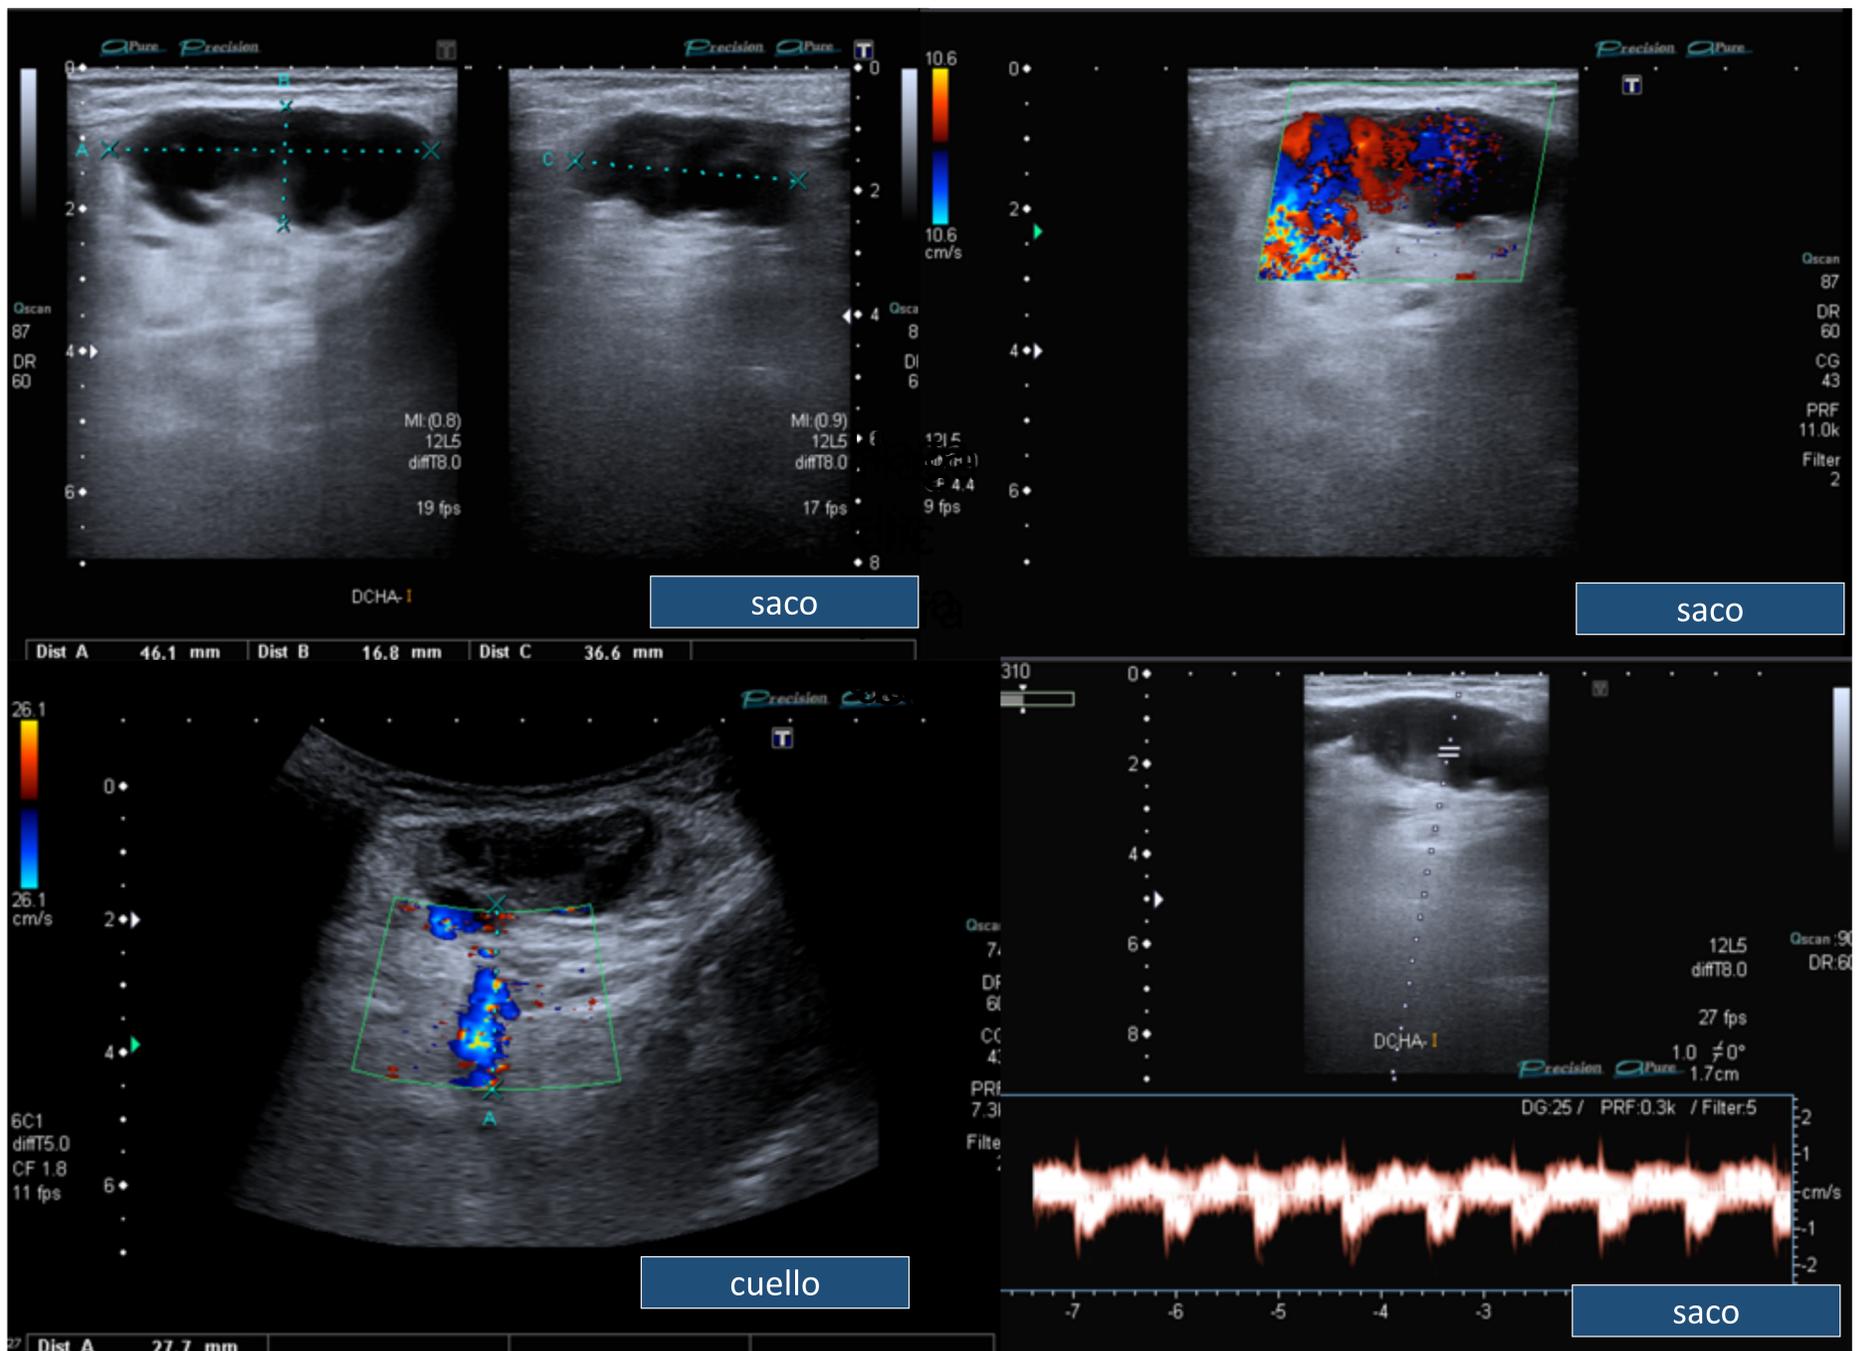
Pseudoaneurisma de la arteria iliaca externa derecha. Se observa un saco redondeado predominantemente hipoecogénico y próximo a la arteria iliaca externa con la que se encuentra comunicado a través de un “cuello” de 3 cm. Se identifica el característico *signo del yin-yang* en el interior del saco mediante *color-Doppler* y la *onda en vaivén* en *Doppler pulsado*.
